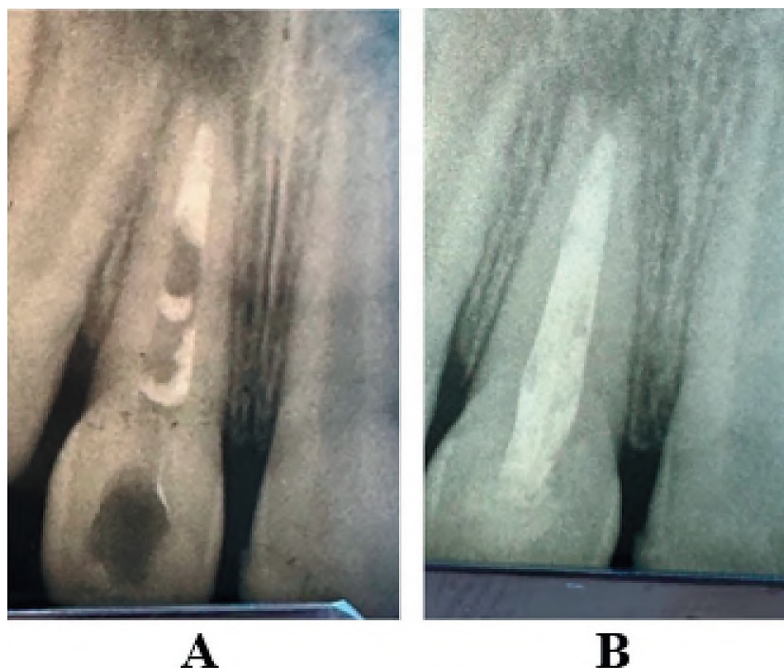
Postoperative X-Ray: A – apical plug, B – root canal obturation.
